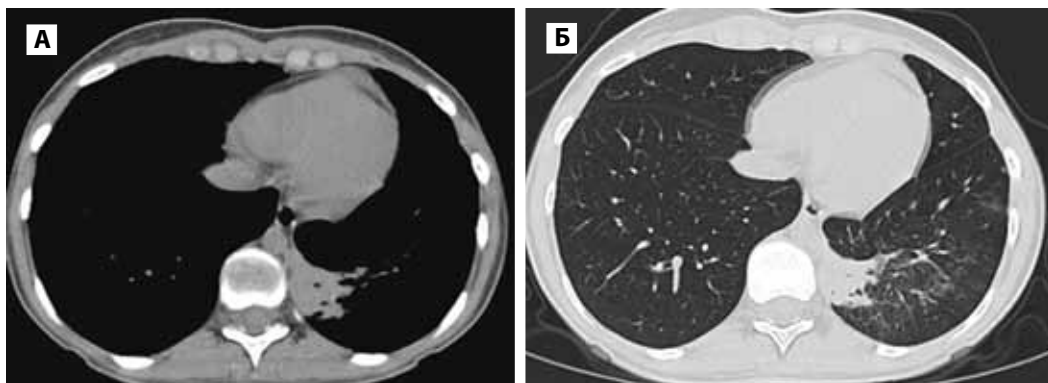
Больная Г., 23 года, аксиальные КТ-сканы грудной клетки. Нативное сканирование: медиастинальное (А) и легочное (Б) окно. Участки консолидации, инфильтрации в медиальном отделе S10 левого легкого.
